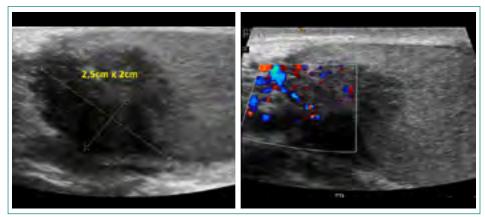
Ecografía Doppler que muestra tumoración heterogénea, hipoecoica en su mayoría, mal delimitada y con vascularización Doppler: aspecto muy sugerente de neoplasia maligna testicular
